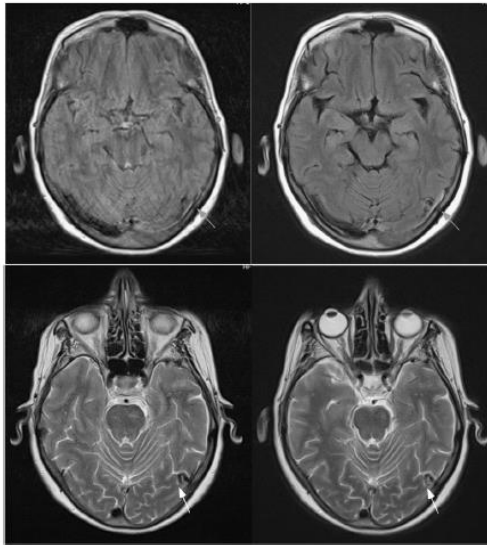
Aksijalna T2 FLAIR TSE (gore lijevo), aksijalna T2 FLAIR TSE BLADE (gore desno), aksijalna T2-TSE (dolje lijevo) i aksijalna T2-TSE BLADE (dolje desno) slika mozga.
